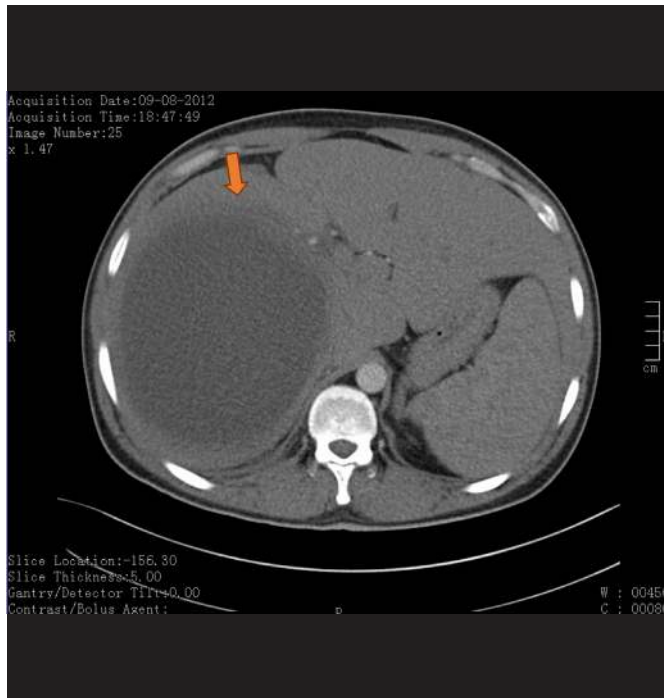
TAC Abdominal à data de diagnóstico – Caso Clínico 1 (corte axial).
